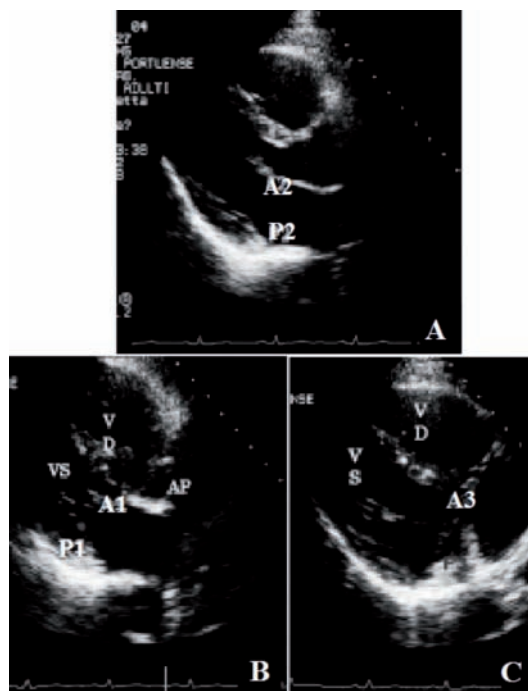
Parasternale asse lungo: A. sezione che attraversa i lembi mitralici centralmente visualizzando scallops A2-P2; B. sonda inclinata in senso laterale per A1-P1; C. sonda inclinata in senso mediale per A3-P3. G Ital Cardiol 2006; 7: 4-22.
